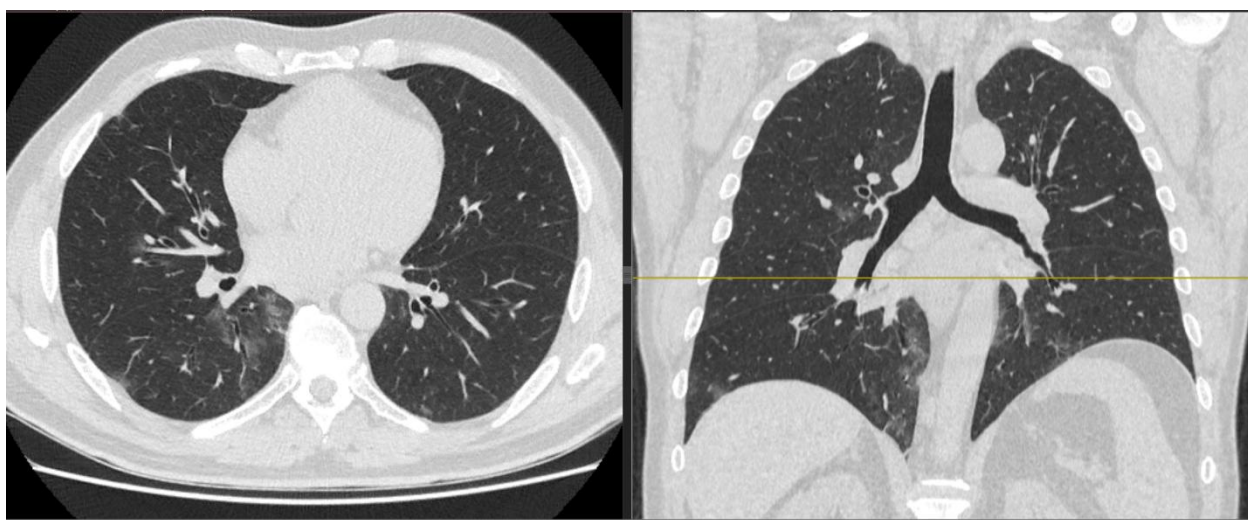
Компьютерная томограмма пациента с объемом поражения легких, соответствующим признакам КТ 2
